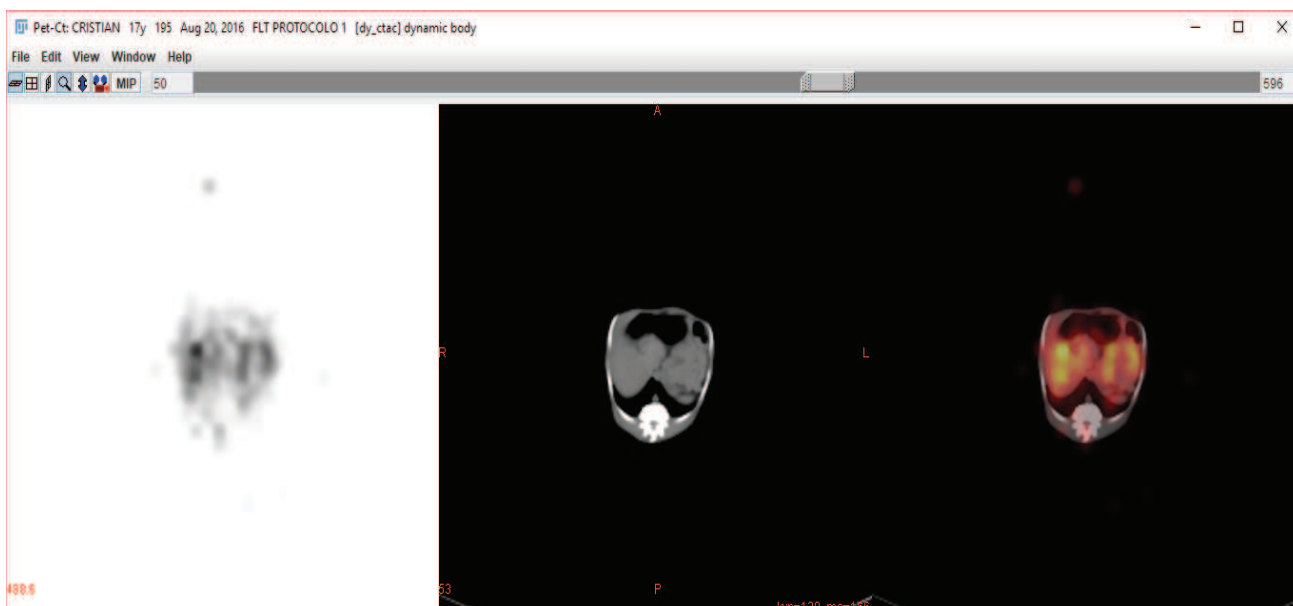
Pantalla principal del plugin PET-CT Viewer, donde se visualiza las imágenes de los estudios PET y TC por separado y la fusión correspondiente.
